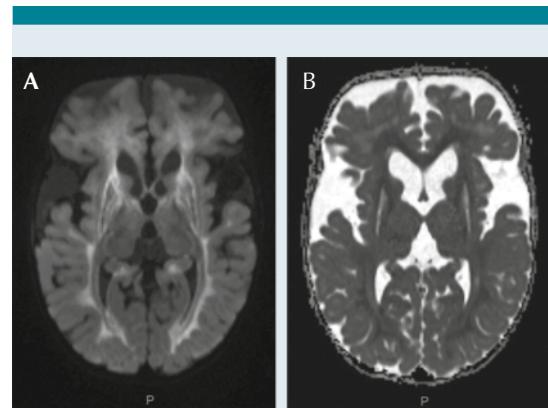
A. secuencia DWI en adquisición axial; B. secuencia ADC en adquisición axial. Restricción a la difusión a nivel del núcleo caudado, globo pálido y sustancia blanca perivenricular temporoparietal bilateral.
